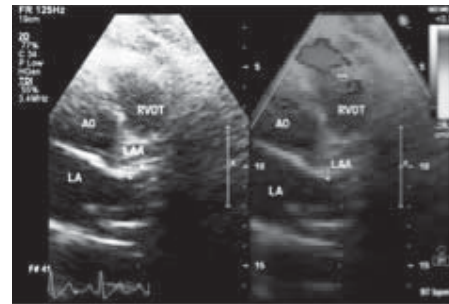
Determining the Left Atrial Appendage in Parasternal Short-Axis Window using Transthoracic Tissue Doppler Echocardiography.
